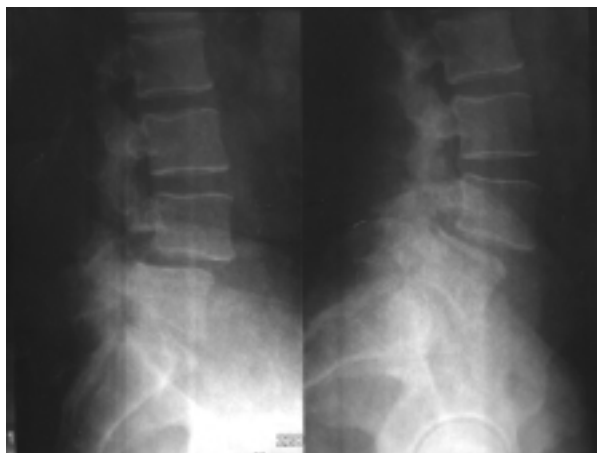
Рентгенологические признаки антеспондилолистеза LIV позвонка I степени
